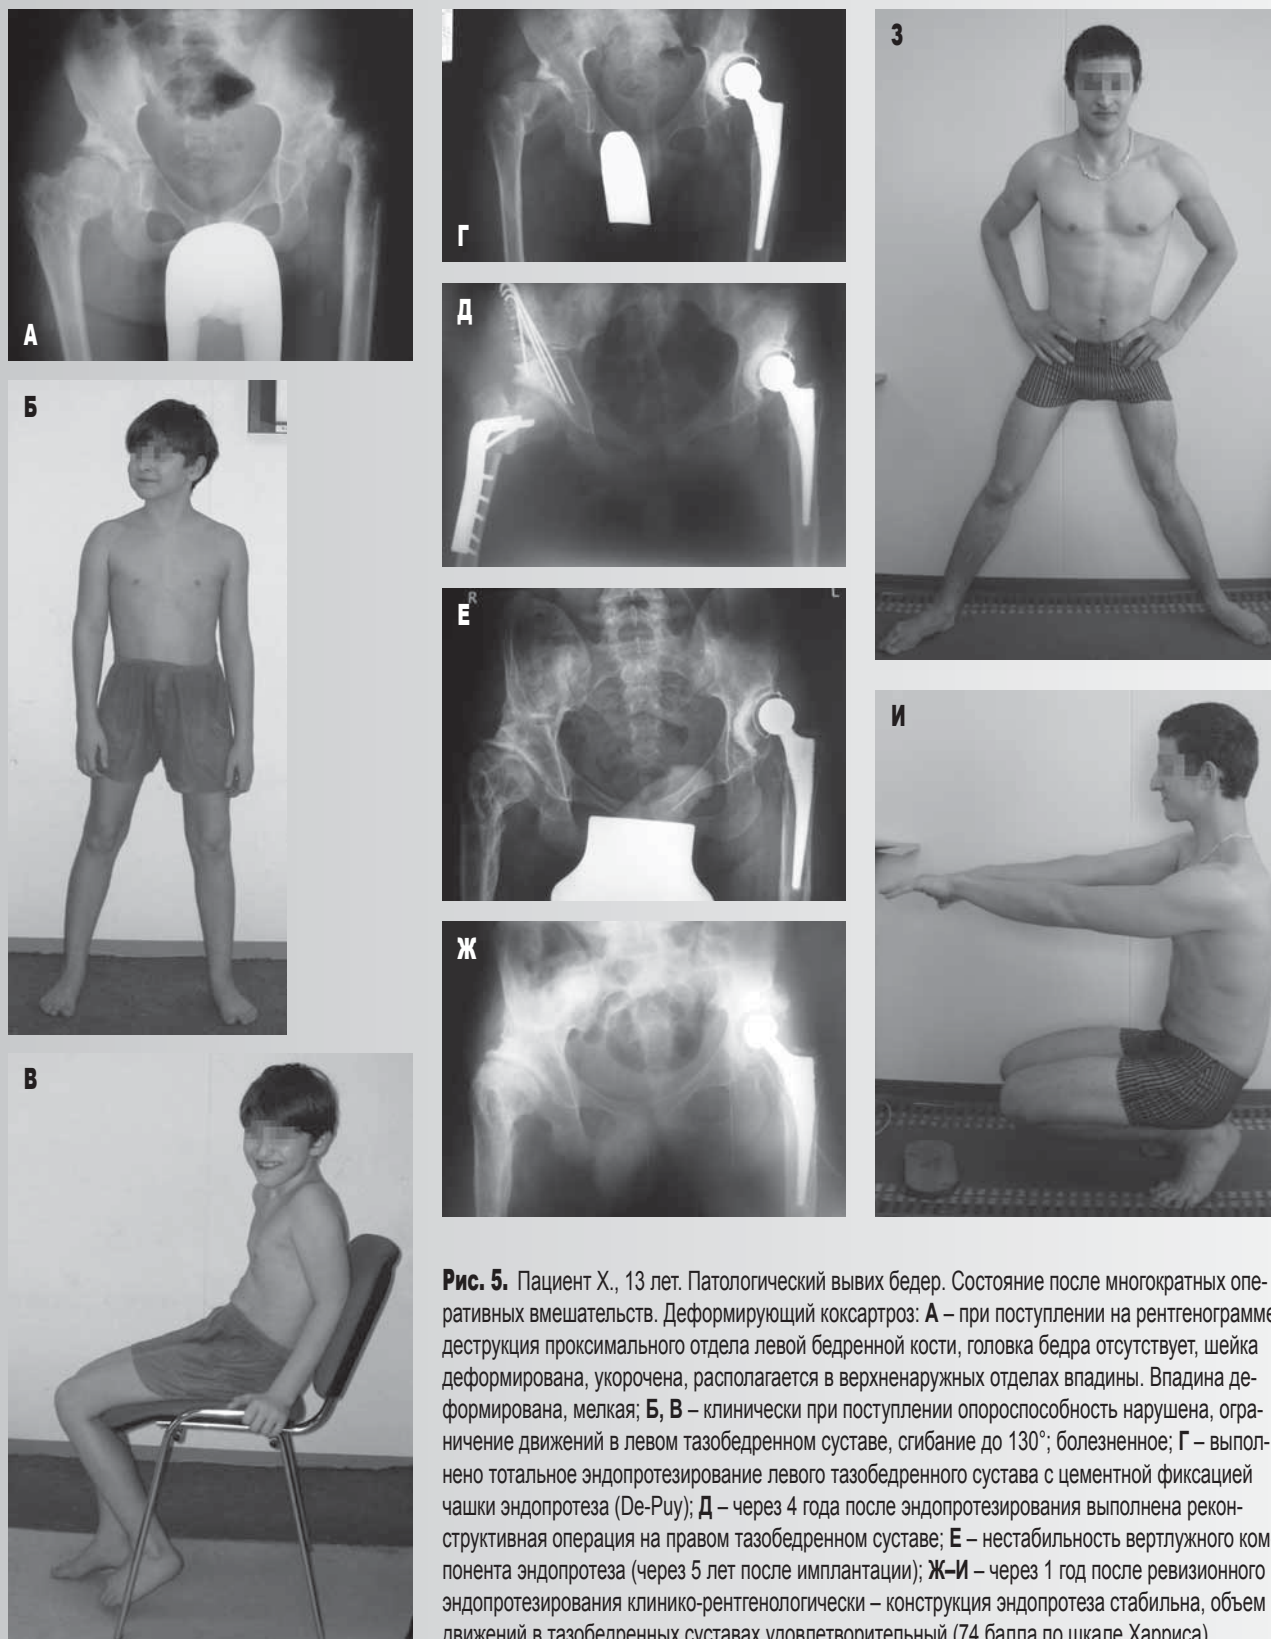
Пациент Х., 13 лет. Патологический вывих бедер. Состояние после многократных оперативных вмешательств. Деформирующий коксартроз: А – при поступлении на рентгенограмме деструкция проксимального отдела левой бедренной кости, головка бедра отсутствует, шейка деформирована, укорочена, располагается в верхненаружных отделах впадины. Впадина деформирована, мелкая; Б, В – клинически при поступлении опороспособность нарушена, ограничение движений в левом тазобедренном суставе, сгибание до 130°; болезненное; Г – выполнено тотальное эндопротезирование левого тазобедренного сустава с цементной фиксацией чашки эндопротеза (De-Puy); Д – через 4 года после эндопротезирования выполнена реконструктивная операция на правом тазобедренном суставе; Е – нестабильность вертлужного компонента эндопротеза (через 5 лет после имплантации); Ж–И – через 1 год после ревизионного эндопротезирования клинко-рентгенологически – конструкция эндопротеза стабильна, объем движений в тазобедренных суставах удовлетворительный (74 балла по шкале Харриса)
